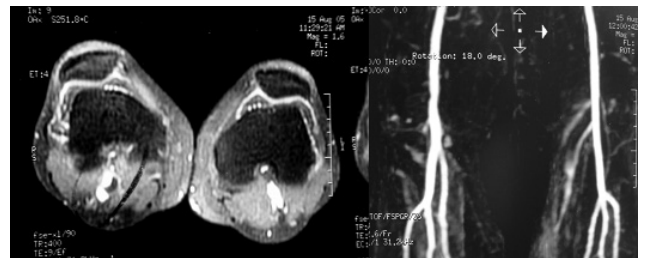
Imagem de ressonância magnética evidenciando cisto e angioressonância com sutil falha de enchimento lateral.
